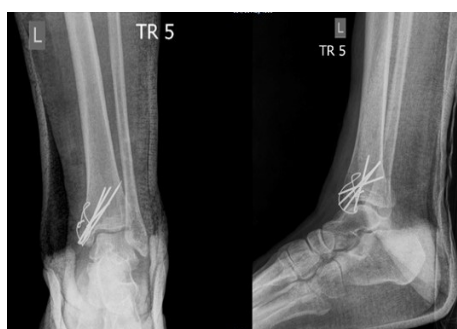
Postoperative left ankle radiographs of anteroposterior and lateral views 2 days after the surgery
